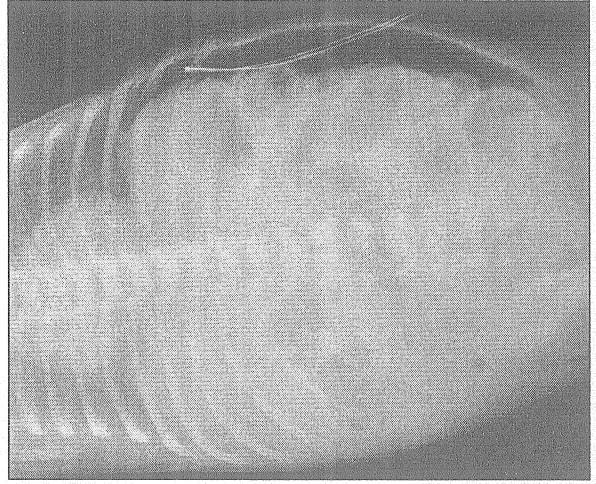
İkinci olgunun ayakta direkt grafisinde, barsakta ift duvar bulgusu
